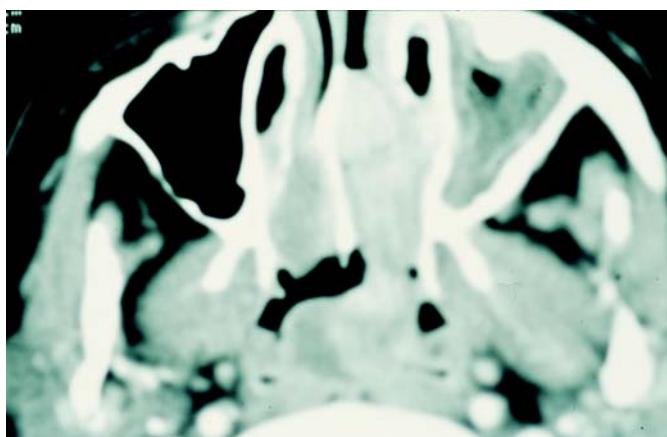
Corte axial de TAC que muestra PEM que ocupa fosa nasal izquierda y rinofaringe.
